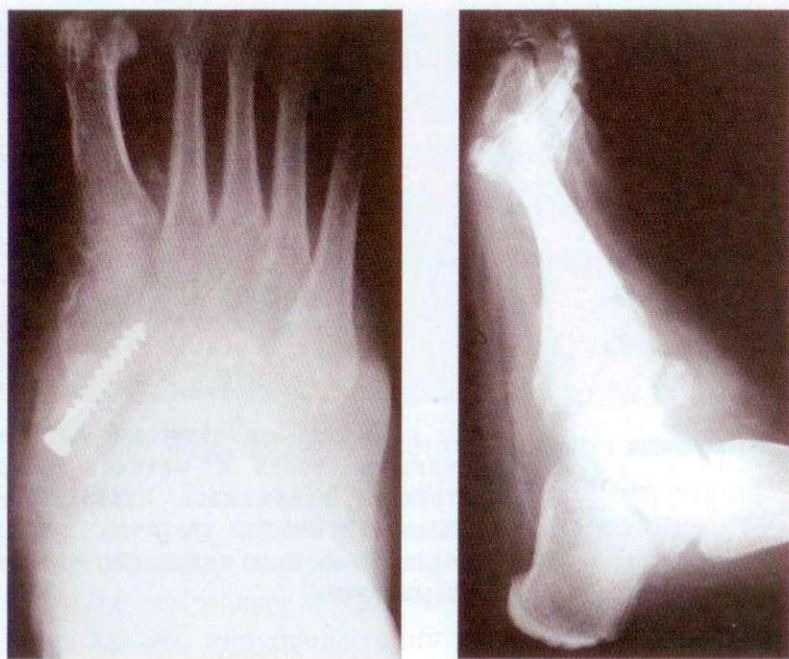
(а, б). Рентгенограммы правой стопы. Metalлоостеосинтез ладьевидной и медиальной клиновидной костей винтом.
